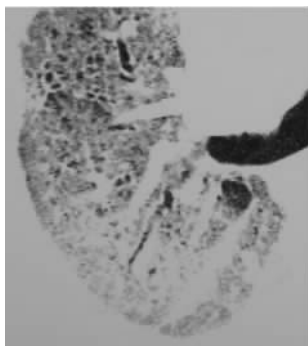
HRCT 显示肺泡实变融合成小片状，可见“空气支气管”征
